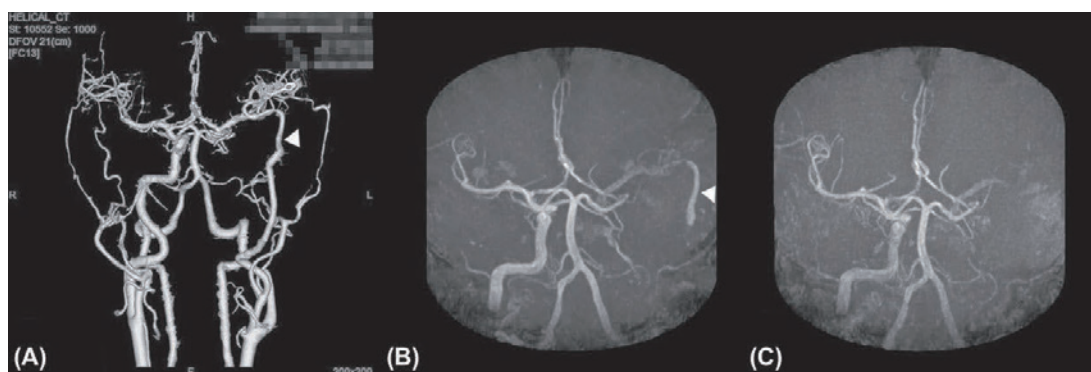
The postoperative three-dimensional computed tomography angiography (3DCTA) (A) and magnetic resonance (MR) angiography (B) showed the disappearance of the aneurysm and good patency of the high-flow bypass (white arrowhead). The follow-up MR angiography (C) demonstrated graft occlusion and disappearance of left middle cerebral artery due to low perfusion pressure.
